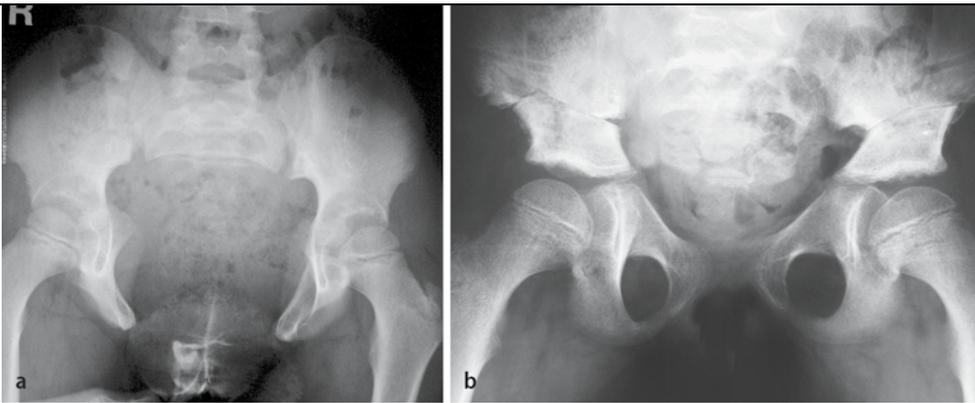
▲ a Röntgenbild eines 7-jährigen Jungen mit Blasenexstrophie und typischer Öffnung des Beckens nach vorne. b Zustand 3 Monate nach Rekonstruktion der Blase, doppelseitiger Beckenosteotomie, Adaptation der Symphyse und temporärer Fixation mit Fixateur externe und Entfernung des Fixateurs
